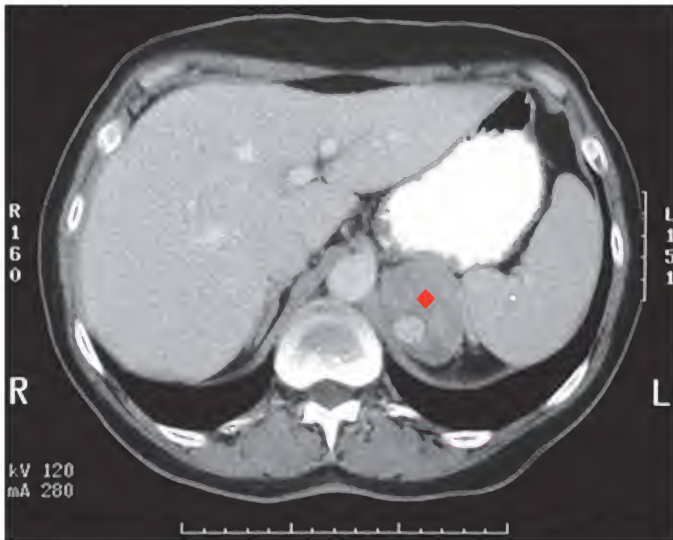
Carcinoma cortical suprarrenal, tomografía computarizada
